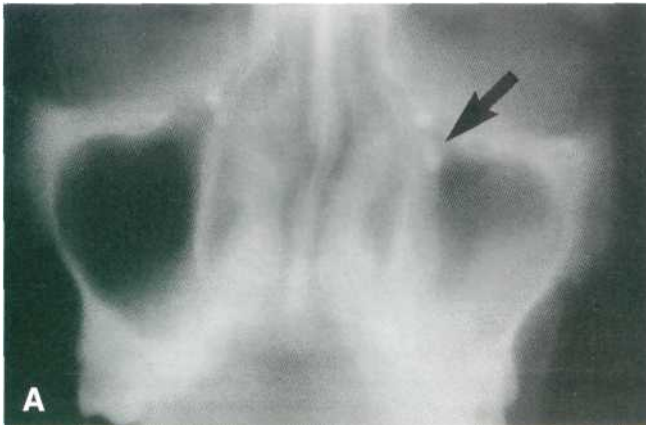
Sinusitis maxilar producida por la introducción de un resto radicular en las maniobras de extracción del segundo molar izquierdo. (A) Tomografía donde se visualiza el resto radicular, y la lesión de la mucosa sinusal. (B) Extracción del resto radicular y exéresis de la mucosa sinusal enferma.
